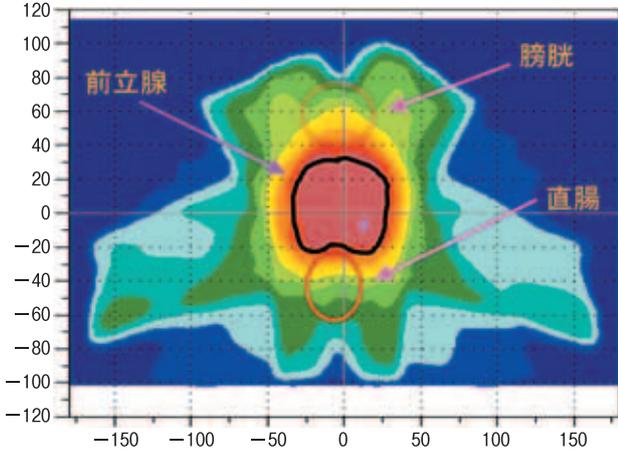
前立腺癌患者のCT横断面上における線量カラー表示：膀胱および直腸の線量を可能な限り低く抑える
